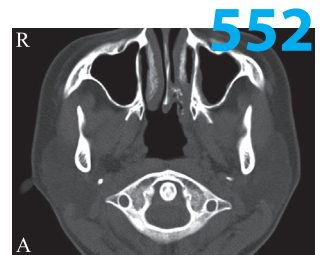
术前鼻窦CT, A 轴位, 左侧鼻腔后段见条片状软组织密度影, 局部钙化
